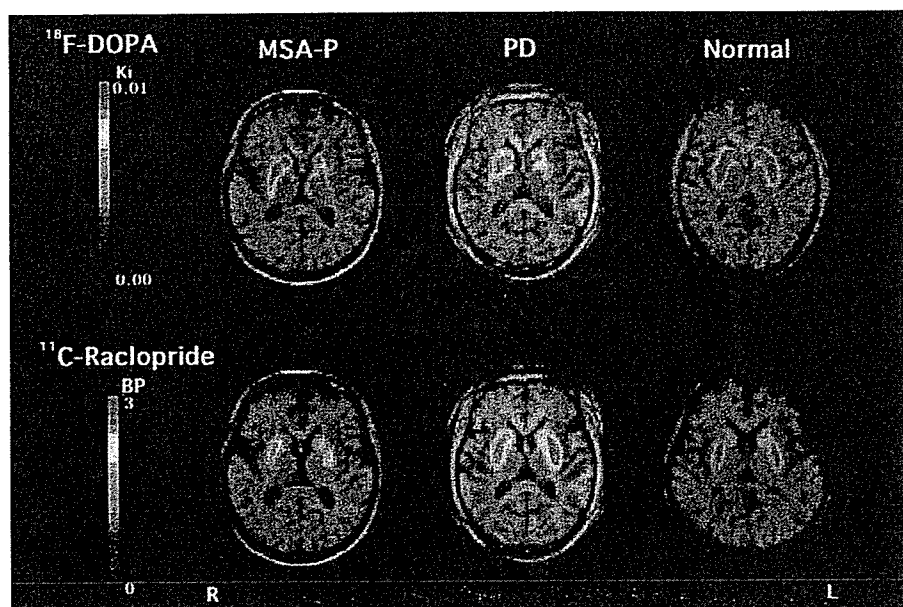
$^{18}\text{F}$ -DOPAおよび $^{11}\text{C}$ -raclopride PETによるドパミン神経系の変化
